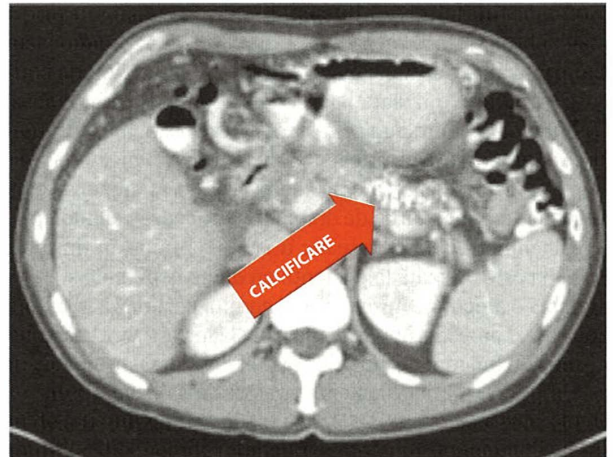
Examinare CT care relevă multiple calcificări la nivelul corpului și cozii pancreatice, specifice pancreatitei cronice.
